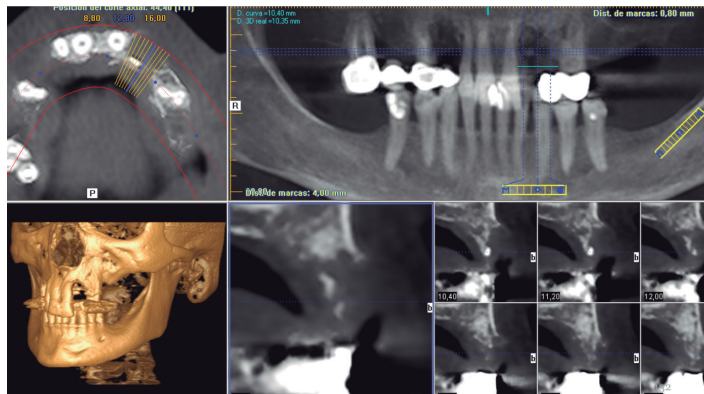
CBCT en basal con un defecto severo en la zona de 21 a 24.
